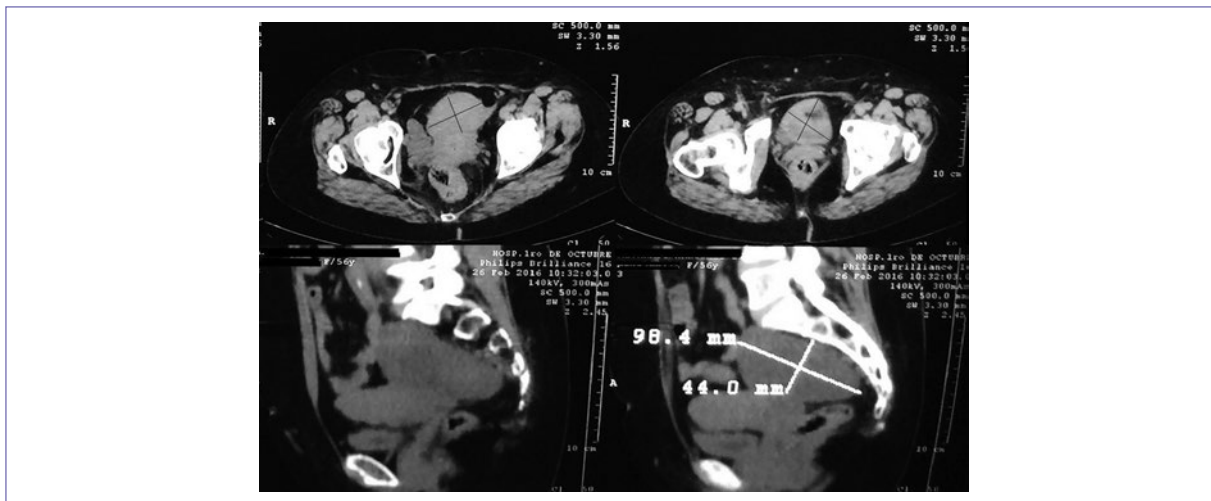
TC abdominal que reveló una masa heterogénea de tejido blando con dimensiones de 98.4 x 44 mm (corte sagital), de densidad baja y con bordes bien delimitados. La extirpación quirúrgica y el análisis histopatológico ayudaron a confirmar el diagnóstico de schwannoma.
